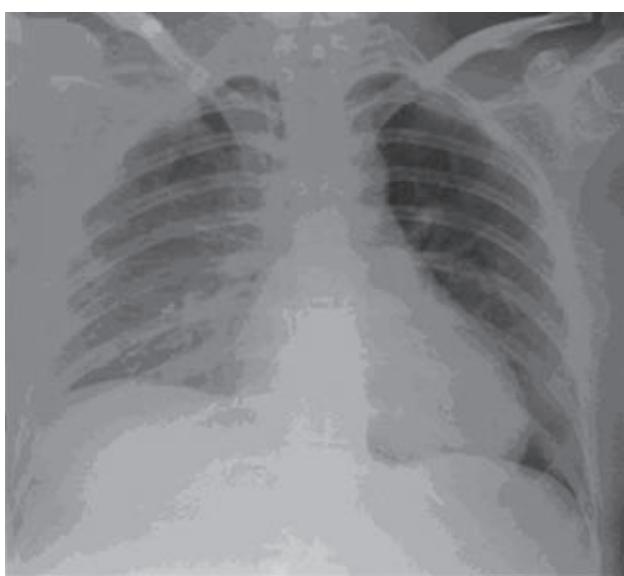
La radiografía de tórax muestra derrame pleural derecho.
